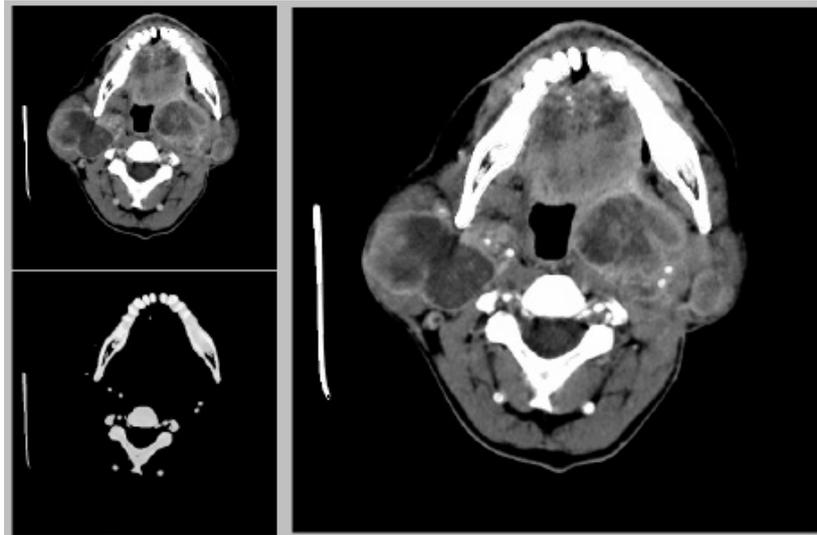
Bildüberlagerung auf CT Basis. Kostrastmittelverstärkte Gefäßbilder werden mit Tumorblender zur besseren anatomischen Darstellung von Gefäßen und (squamous cell) Karzinomen in der Hals- und Kopfreion kombiniert.
